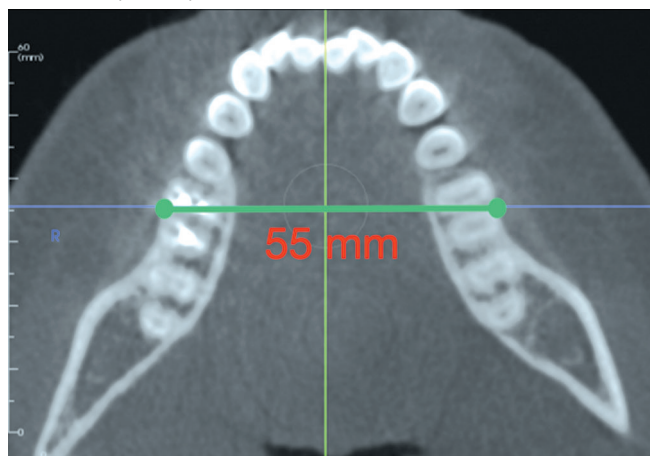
КЛК-томограмма. Измерение ширины нижней челюсти на аксиальном изображении.
